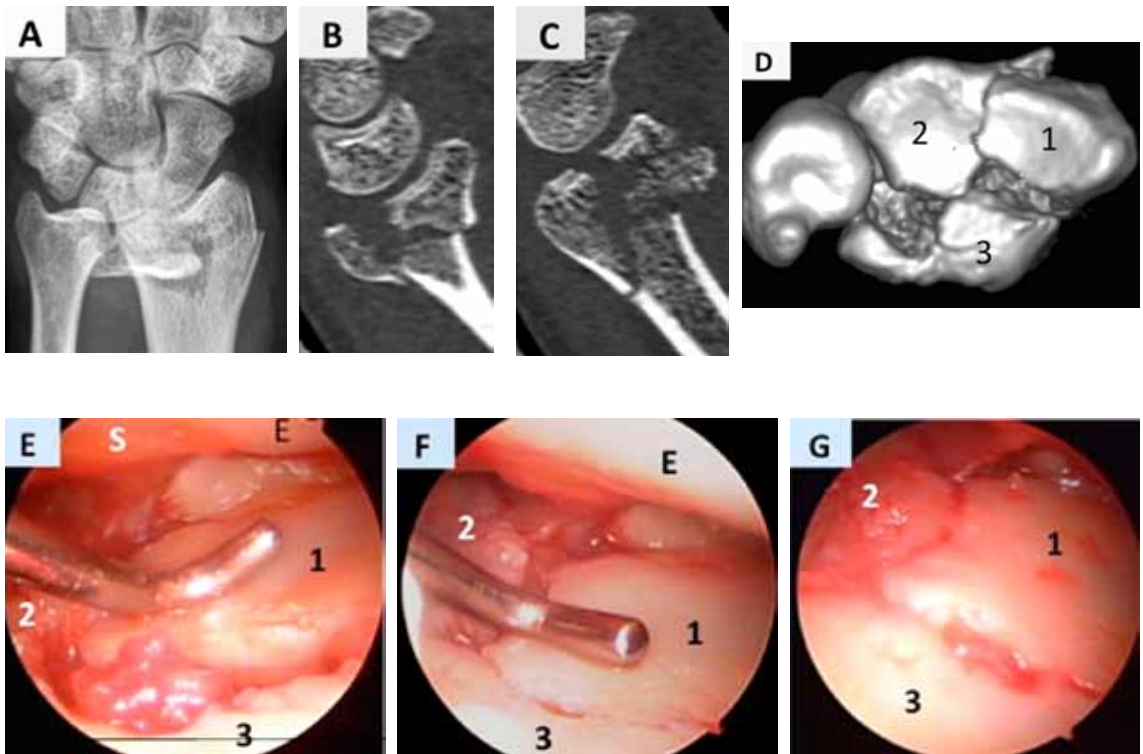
A: Rxpreop. B-C-D: TC preop con fractura C3 de muñeca, 1: fosa escafoidea, 2: fosa semilunar palmar, 3: fosa semilunar dorsal. C-E: Visión 3-4 de la reducción y fijación transitoria con agujas de K. F: Reducción artroscópica con palpador de hombro y fijación definitiva con tornillos distales. G: Reducción anatómica y estable de la superficie articular H-I: Rx postop J-K-L-M: Movilidad muñeca 2 meses postoperatorio.
